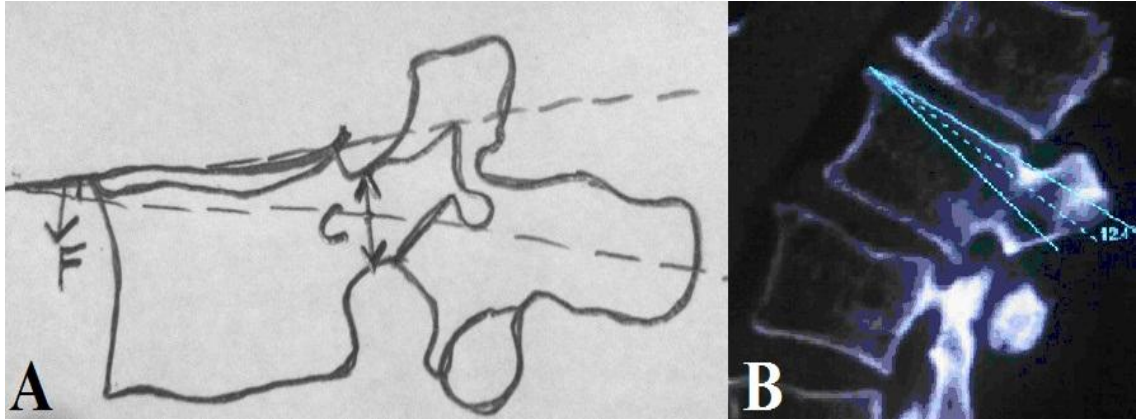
Spinal kanal sagittal çapının ölçümü; A: Spinal kanal sagittal çapın ölçümünün şematik gösterimi izlemekte; B: Bilgisayarlı tomografi ile spinal kanal sagittal çapın ölçümü izlenmektedir.
